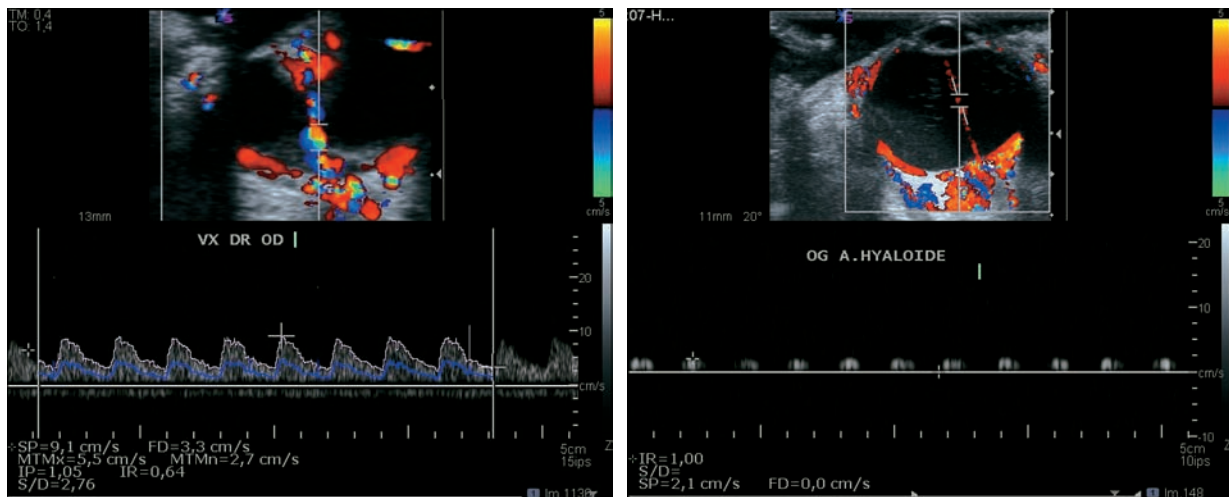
Flux des vaisseaux rétinien et hyaloïdiens. Échographie-Doppler en mode « pulsé ». a. Décollement de rétine total compliquant une persistance de vascularisation fœtale de type mixte. b. Persistance de la perméabilité de l'artère hyaloïde (persistance de la vascularisation fœtale postérieure non compliquée). Les vaisseaux rétinien décollés (a) ont des flux comparables à ceux des vaisseaux centraux de la rétine, une VSM = 9,1 cm/s et un flux diastolique (IR = 0,64). L'artère hyaloïde (b) a des flux plus faibles, uniquement systoliques, avec une VSM = 2,1 cm/s sans flux diastolique (IR = 1,00).
